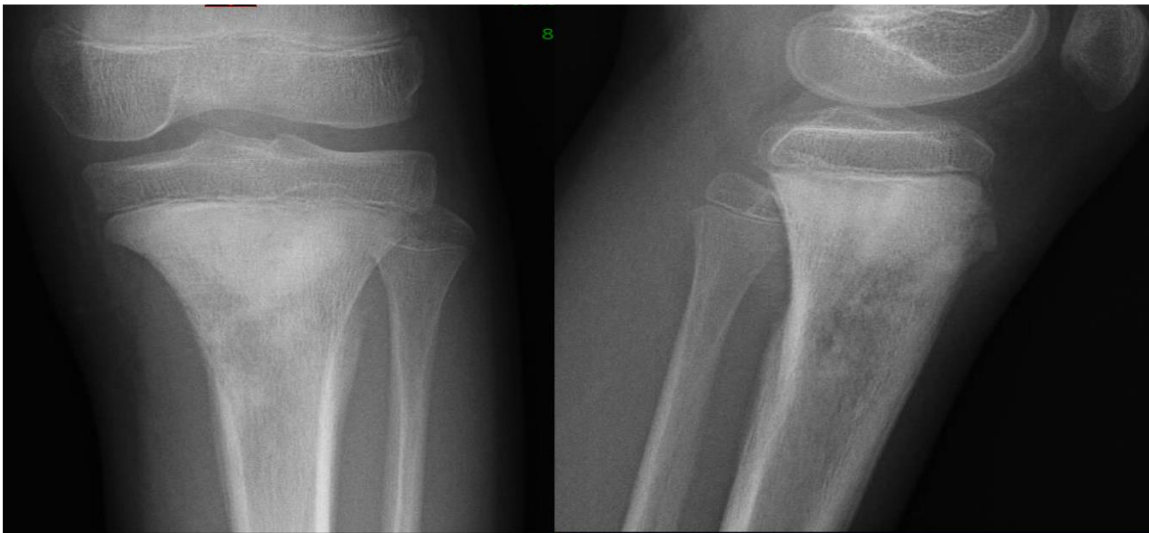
Radiographies de face et profil de la jambe gauche: ostéosarcome du tibia proximal. L'aspect mixte ostéocondensant et ostéolytique est typique de l'ostéosarcome.
